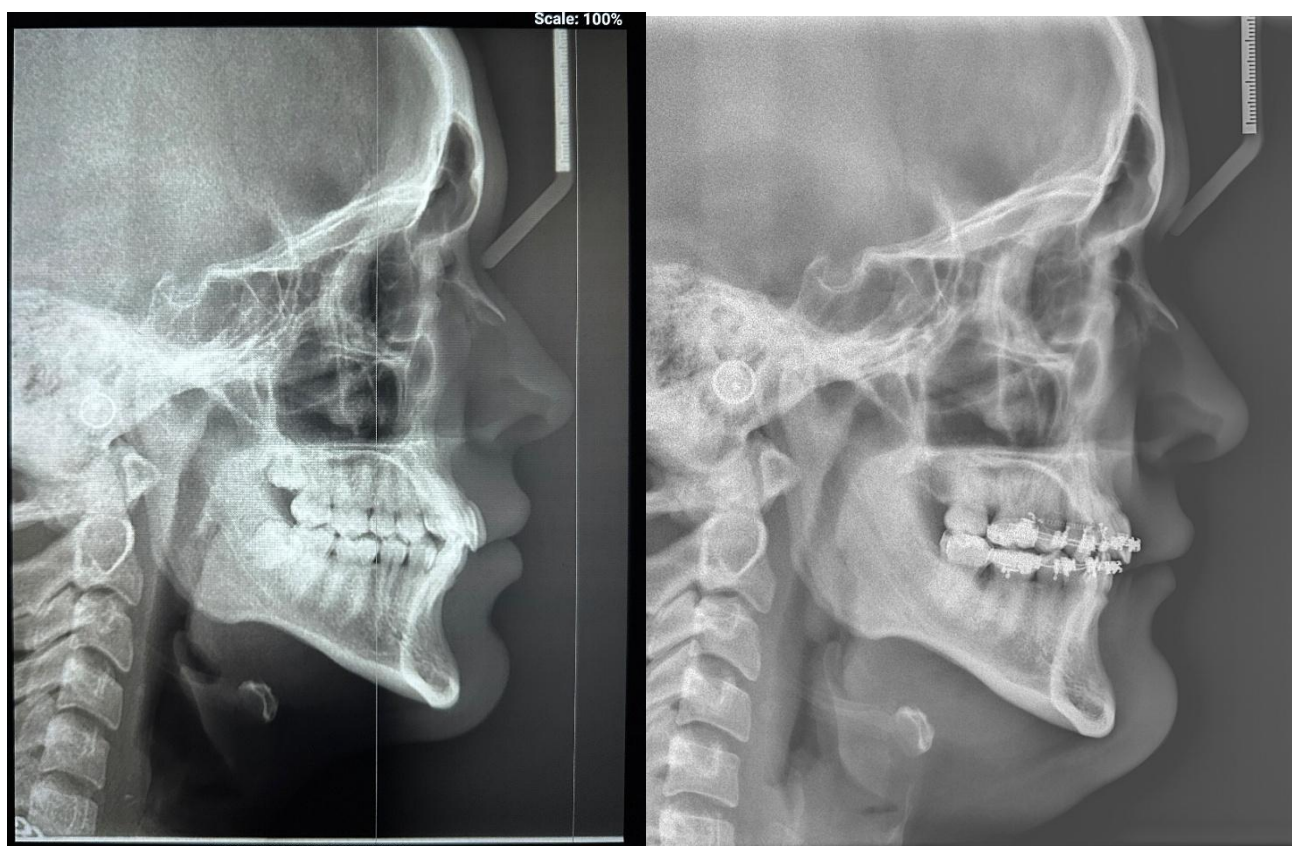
Telerradiografía de perfil inicial y final.
